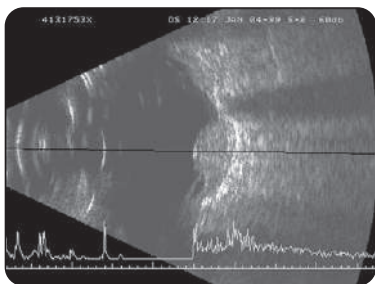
Échographie d'un mélanome choroïdien circonscrit
